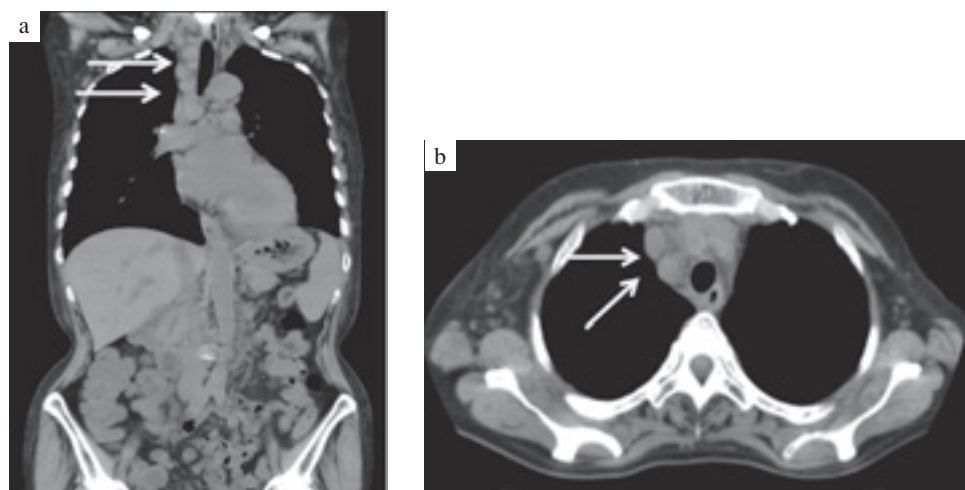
Computed tomography of the thorax showed continuous lymphadenopathy close to the tracheal area (Arrow)
